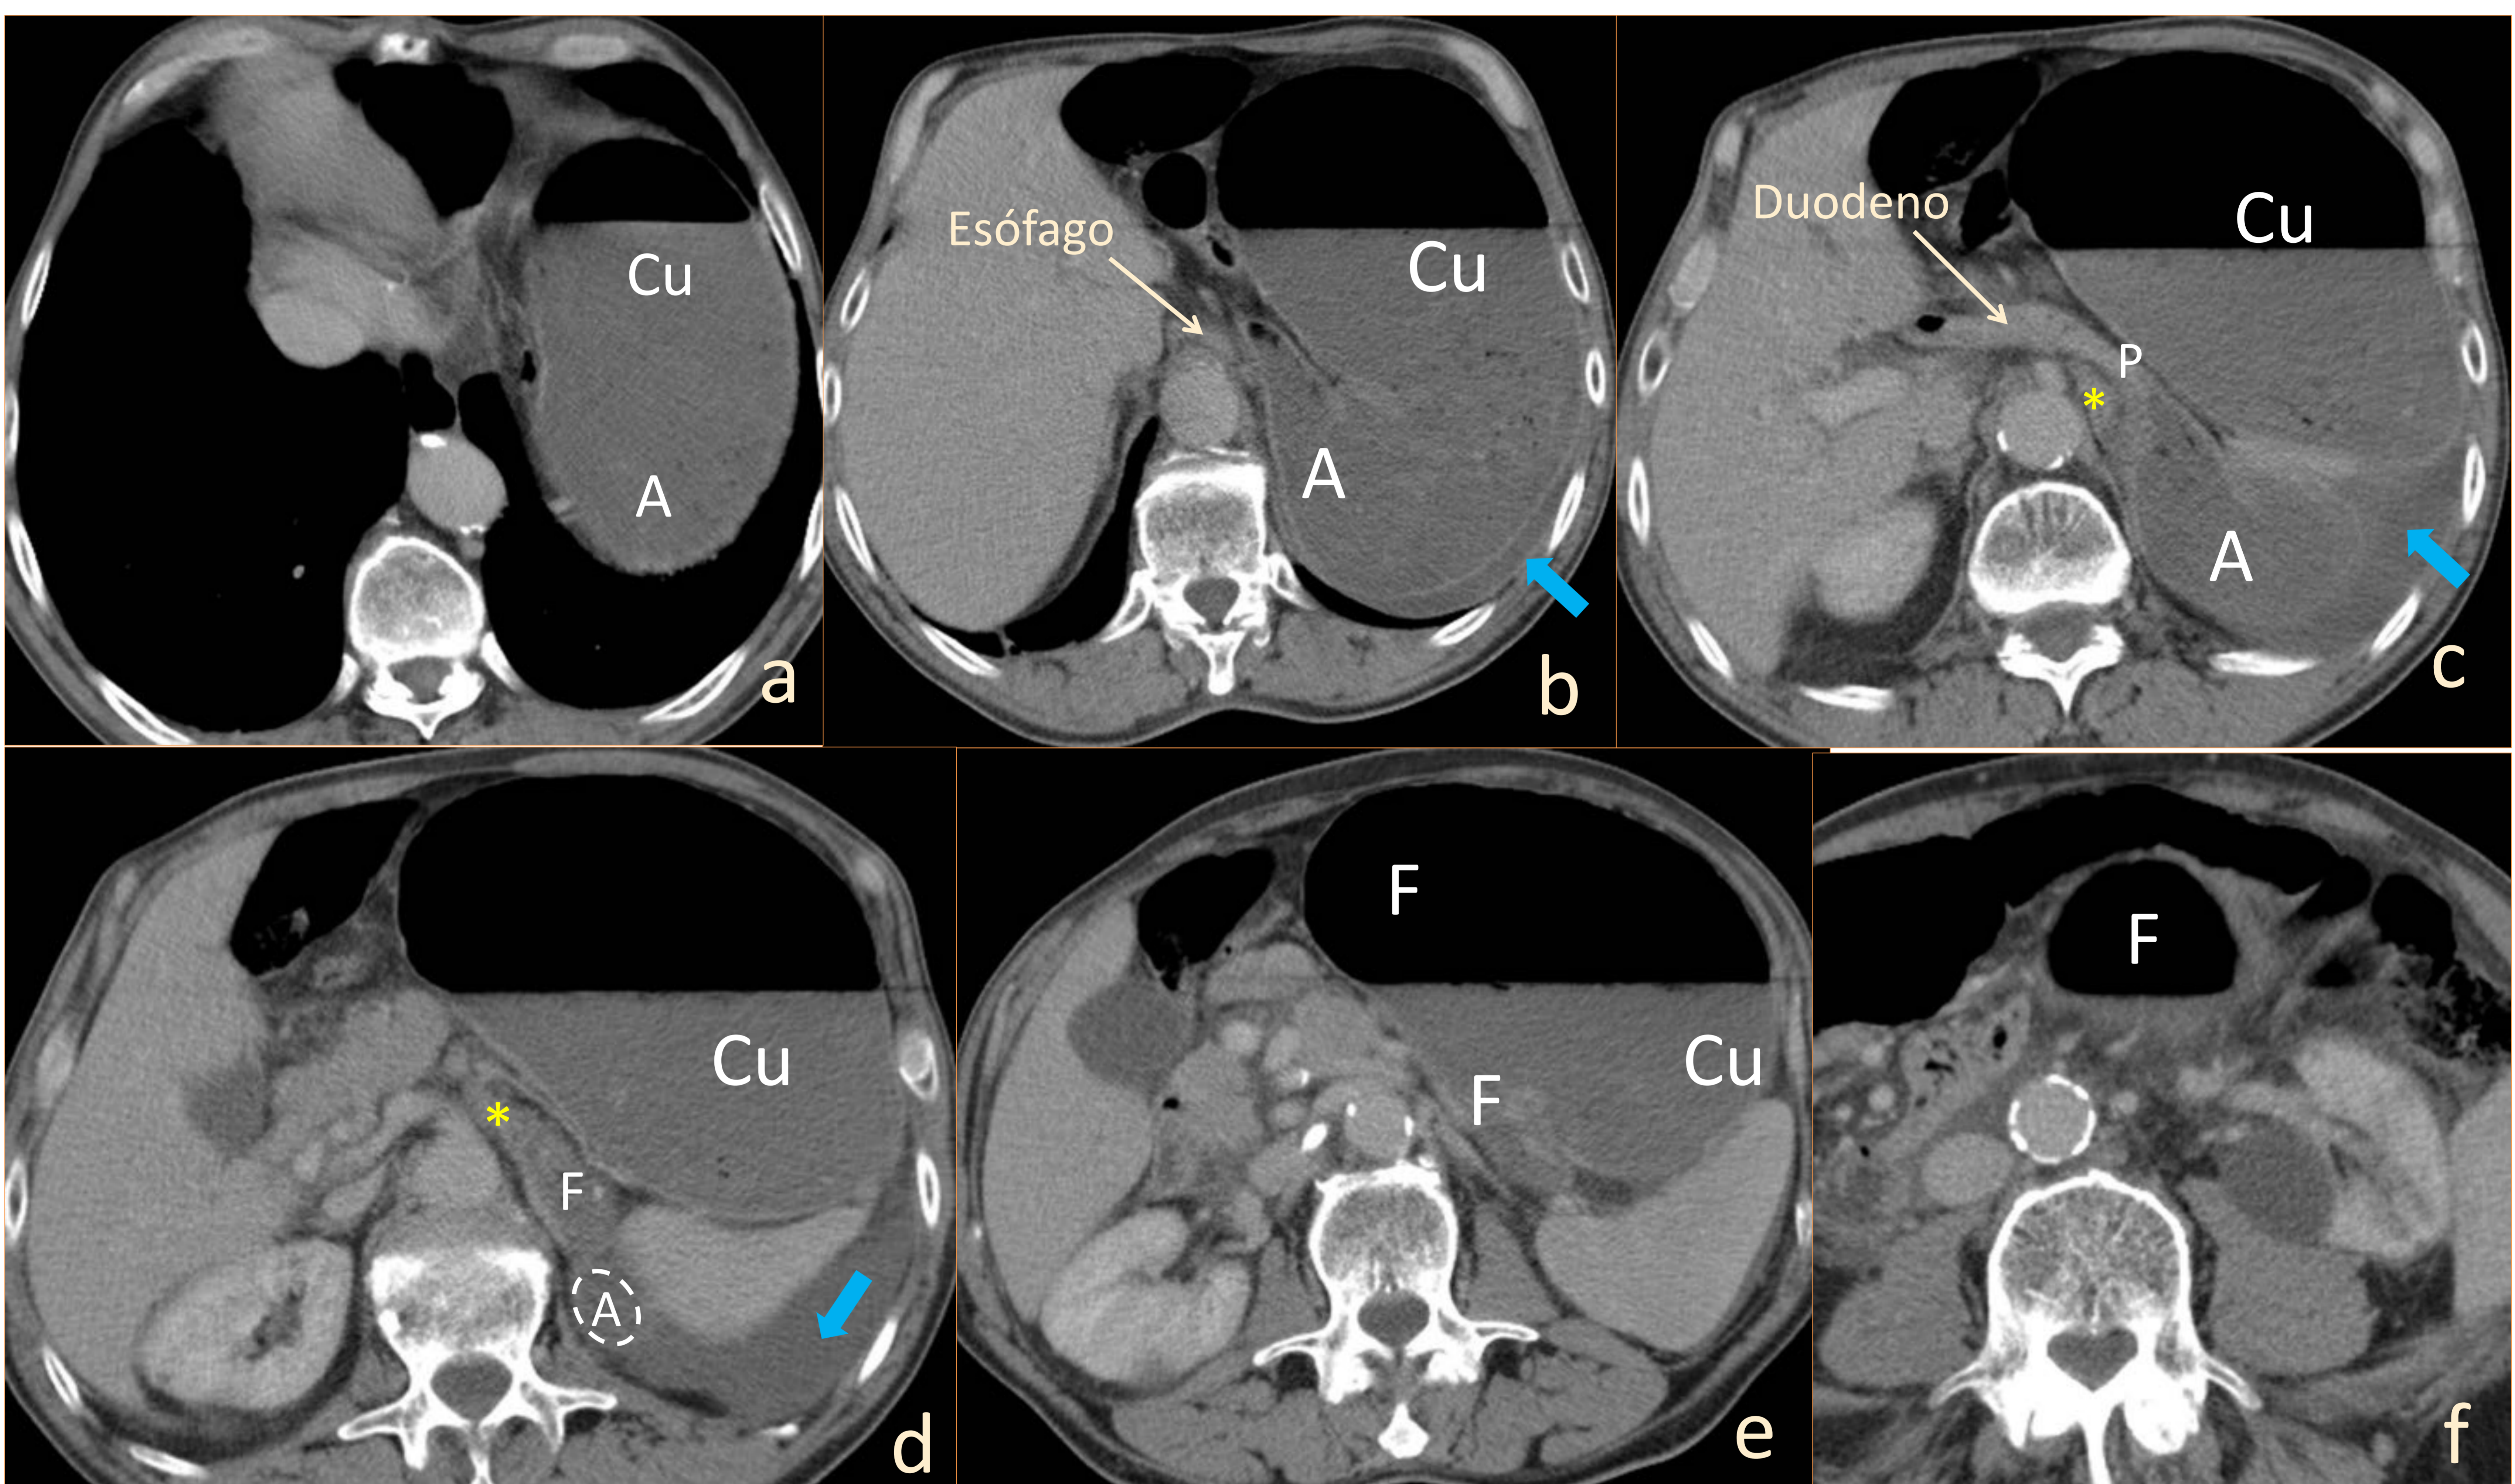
Paciente de la Fig. 6. Cortes axiales de TC ordenados de craneal a caudal, que muestran un vólvulo gástrico mesenteroaxial, con importante distensión del estómago a expensas del fundus (F) y cuerpo (Cu), debido a que el antro (A) ha experimentado un ascenso por la región anterior del abdomen para situarse en la región más superior y posterior del hipocondrio izquierdo, dejando al fundus en localización inferoanterior. La relación anterosuperior del píloro (P) y duodeno con respecto a la unión gastroesofágica (*), que se encuentra más caudal de lo normal, confirma este mecanismo de rotación gástrica en su eje transversal. Las flechas azules señalan líquido libre alrededor de la curvatura mayor gástrica y periesplénico. Fuente: Servicio de Radiodiagnóstico del Complejo Asistencial Universitario de León.
